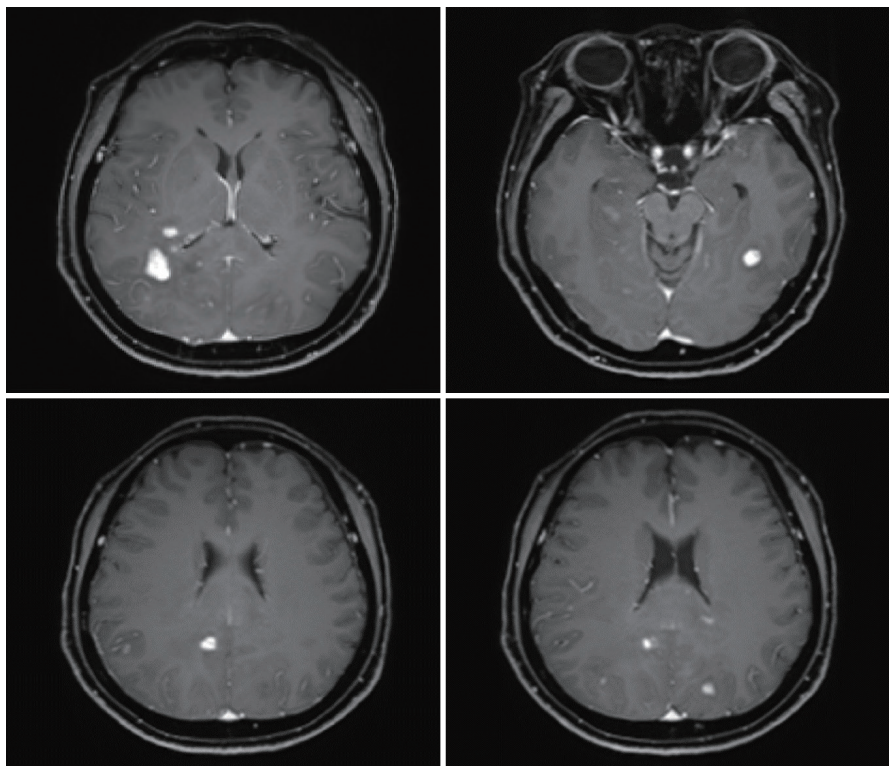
T1-weighted brain MRI with gadolinium enhancement showed enhanced multifocal lesions in both parieto-occipitotemporal subcortical and periventricular white matter, corpus callosum splenium, and medial temporal lobe.
